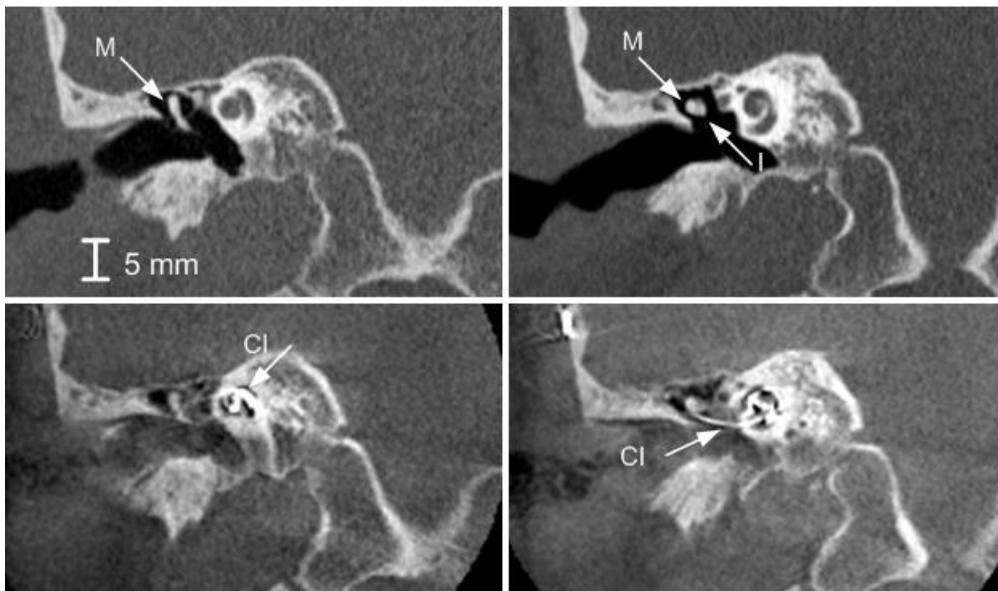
Preoperative Coronale coupes van het binnenoor gemaakt met CT ($2 \times 0.5\text{mm}$, 165 mAs) op de bovenste rij. Op de onderste rij, 3D-RX coupes gemaakt tijdens een cochleaire implantatie, vandaar ook het vocht in het binnenoor. De pijlen staan voor de malleus (M), de incus (I), en het cochleair implantaat (CI).
